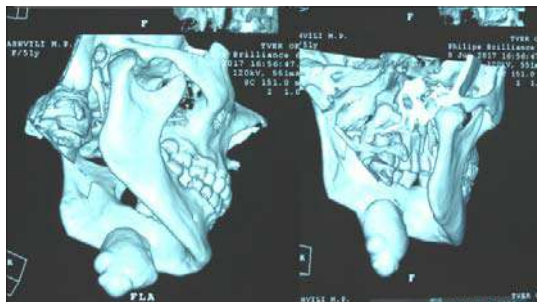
КТ нижней челюсти
